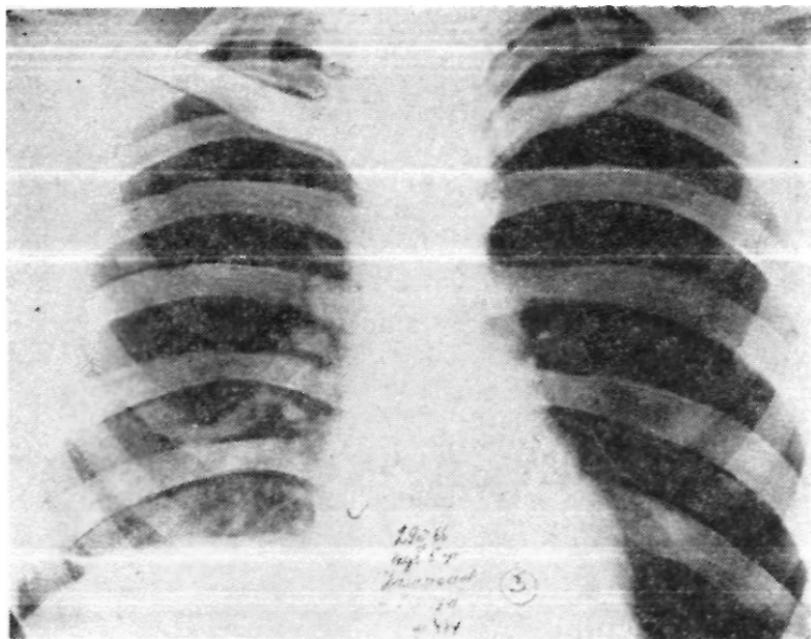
Рентгенограмма перед операцией: правое легкое полностью поджато, средостение смещено влево, диафрагма опущена.
